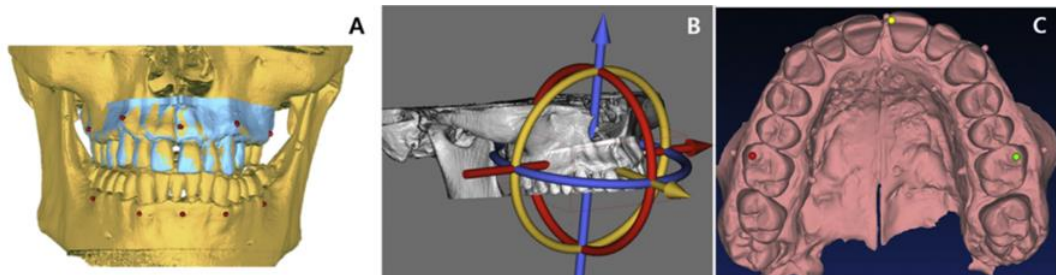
Puntos de referencia anatómicos utilizados para superponer el modelo digital con la reconstrucción del CBCT. Fuente: Park JH et al. ¹⁶⁸.
